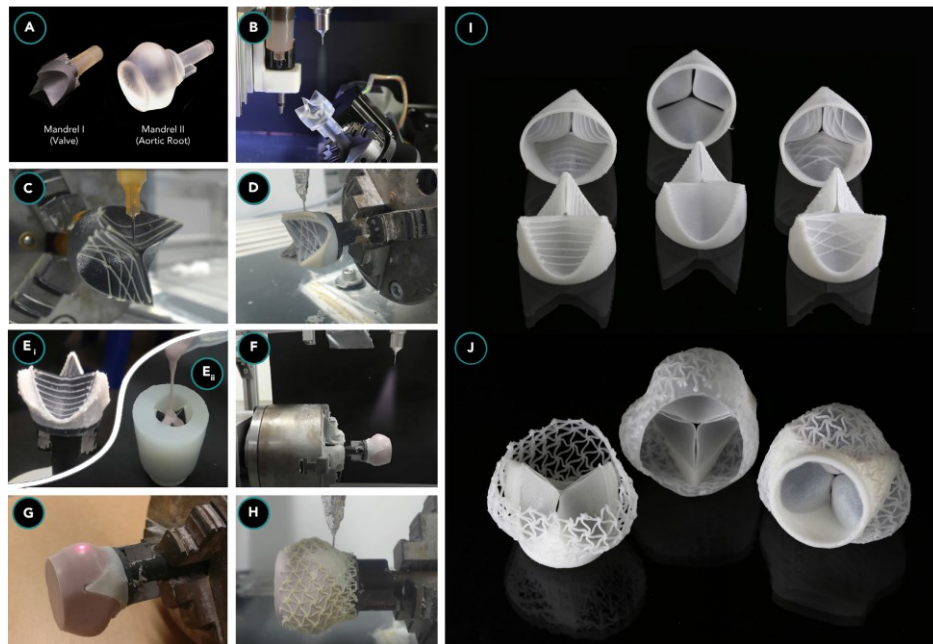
A) Dopo la ricostruzione dell'anatomia del recipiente della radice aortica da dati ottenuti con CT/RMI, due perni di supporto sono progettati e stampati in 3D attraverso stereolitografia. B) Il perno che simula la valvola cardiaca è montato in un setup di manifattura additiva ibrido, dove strati di silicone soft vengono spruzzati sopra, generando così i leaflets. C) Patterns rigidi di rafforzamento vengono disegnati in CAD (computer-aided design) e stampati sui leaflets precedentemente spruzzati. D) e E) I triangoli inter-leaflet personalizzati vengono stampati per ricalcare le geometrie paziente-specifiche. F) Una membrana di silicone viene spruzzata. G) e H) La superficie esterna viene misurata con un laser e infine il pattern esachirale auxetico viene stampato sulla superficie. I) Sezioni di valvola con diverse tipologie di rafforzamento. J) Sistema completo di sostituzione della valvola cardiaca comprendente leaflets e radice aortica sintetica. [20]
